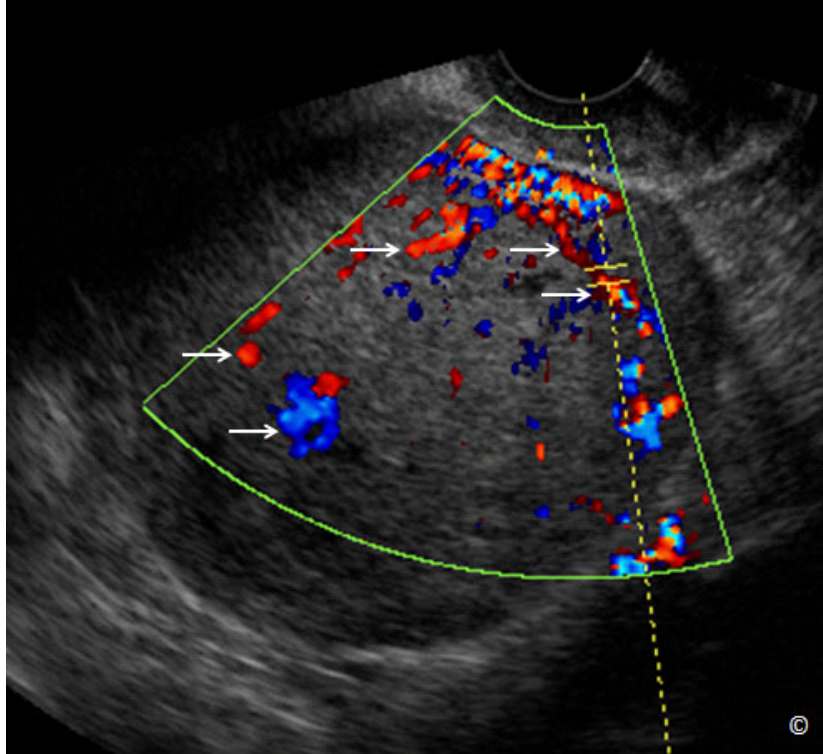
Ultrasonido transvaginal con Doppler en color de una masa sólida similar a un endometrioma en imágenes en escala de grises. Obsérvese la presencia de una vascularización extensa dentro del componente sólido (flechas). El examen patológico reveló un cáncer endometrioide ovárico.
